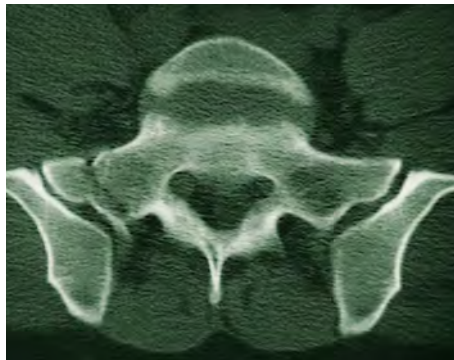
Fracture de l'aileron sacré : coupe TDM.
